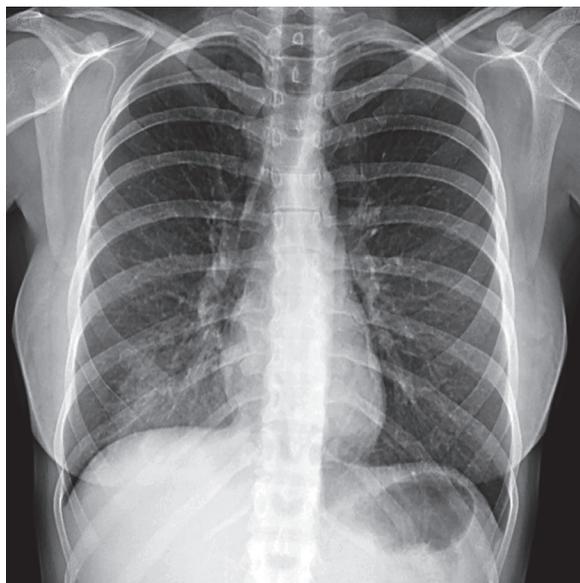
Radiografia de tórax pósterio-anterior com evidência de hipotransparência heterogénea localizada ao terço inferior do campo pulmonar direito.
